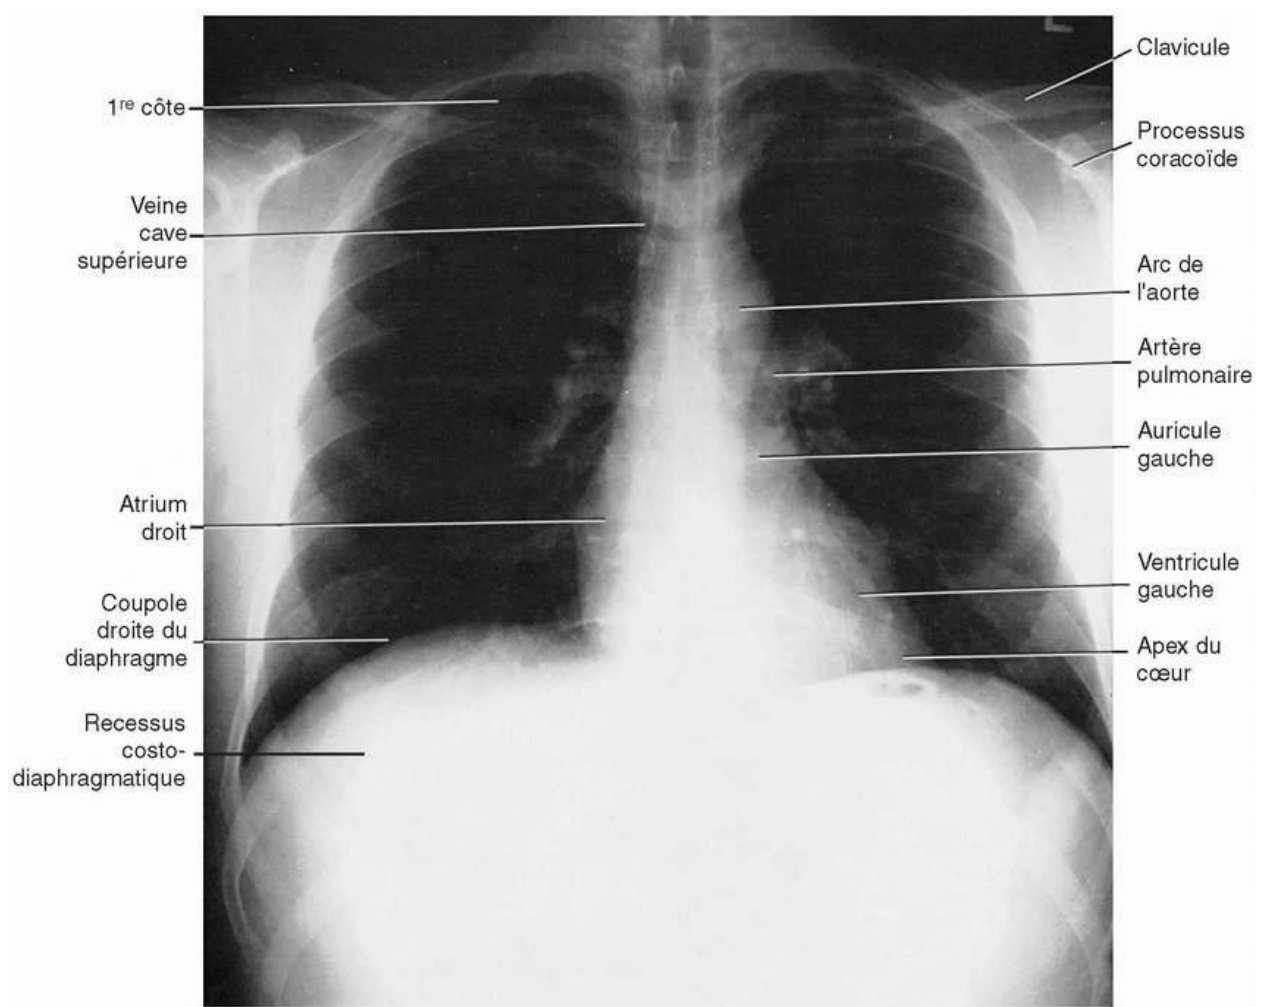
Radiographie thoracique postéro-antérieure (PA) montrant les structures qui constituent les bords droit et gauche du cœur. Notez que la coupole du diaphragme est nettement plus haute à droite. Reproduction autorisée de Moore, KL. *Clinically Oriented Anatomy*, 3^e édition. Baltimore : Williams & Wilkins ; 1992.
